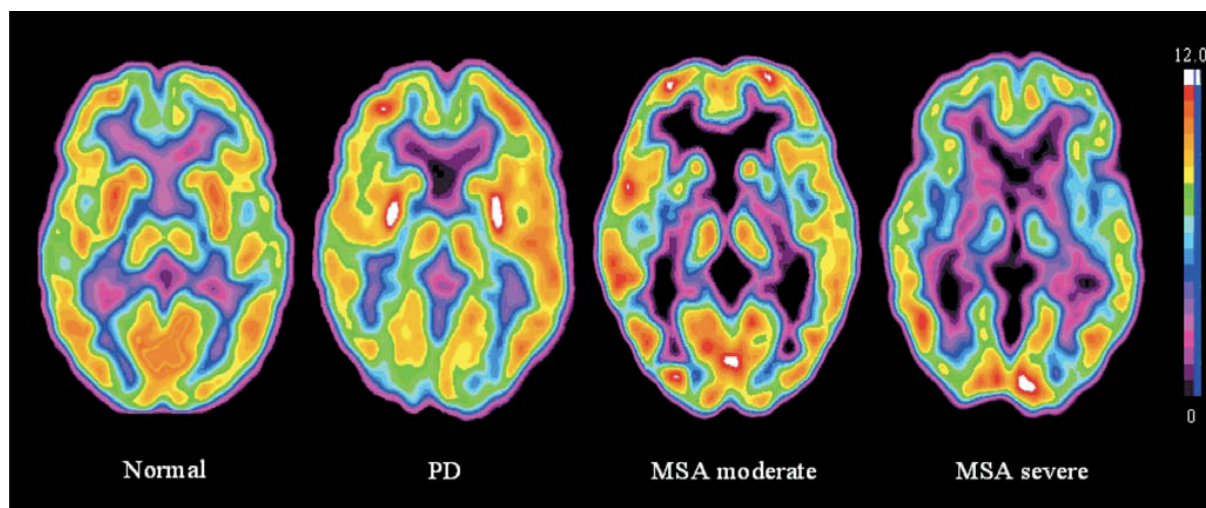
Sujeito normal; doente com D.P.; doente com S.P. atípico moderado; doente com S.P. atípico severo. Imagens obtidas com F^{18} -FDG (Retirado de Eckert, T.; Edeiberg, D.⁹³)
